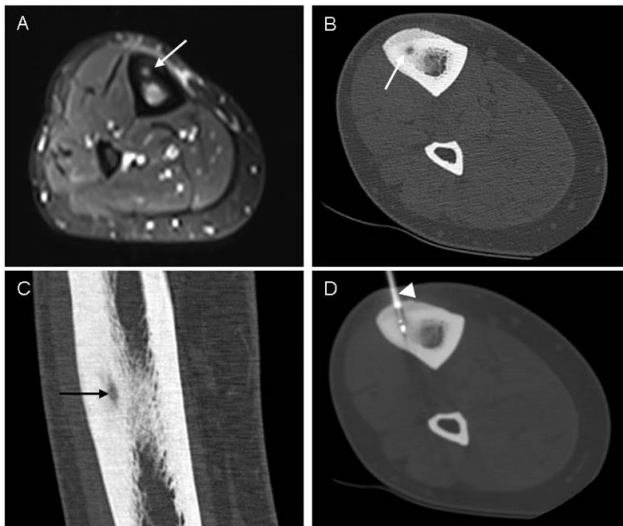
43jähriger Patient mit seit 2 Jahren bestehenden Schmerzen im rechten Unterschenkel. Typischer Befund eines Osteoidosteoms in der Kernspintomographie (A) und Computertomographie (B, C). Nach Durchführung einer CT-gesteuerten Radiofrequenzablation (D) war der Patient vollständig beschwerdefrei. Der Pfeil markiert den 7mm kleinen Nidus. Die Pfeilspitze in (D) markiert die in der Läsion positionierte RFA-Sonde.
